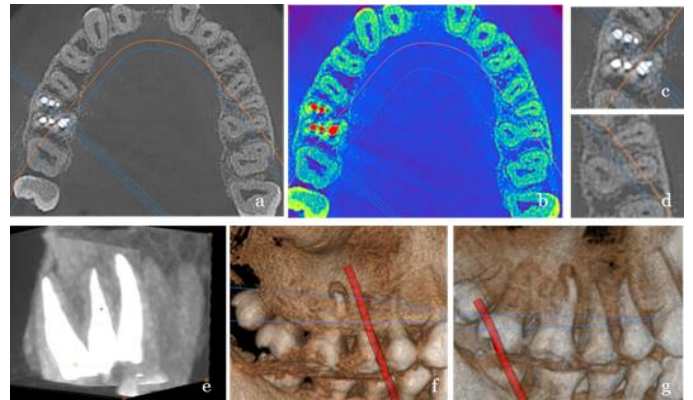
CBCT postoperatorio. a) Verificación de obturación de los 6 conductos, b) Cambio de contrastes, c) Zoom de OD16, d) Zoom en OD 26, e) Verificación de obturación en longitud adecuada, f y g) localización de la lesión en raíz mesial.
